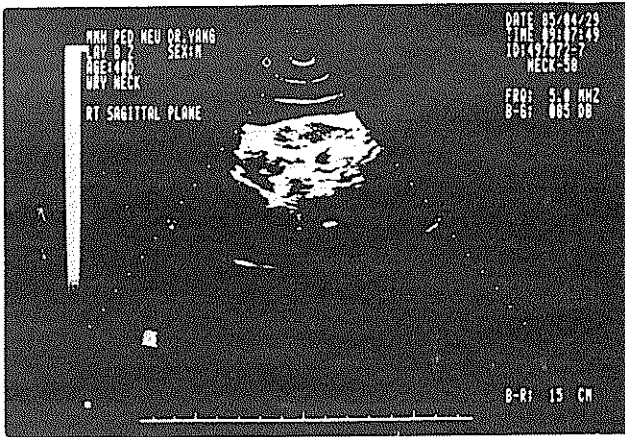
第二級斜頸症，患側胸鎖乳突肌之超音波圖形顯示低密度區及下方仍有少許正常肌肉圖形而成梭狀之腫塊。
